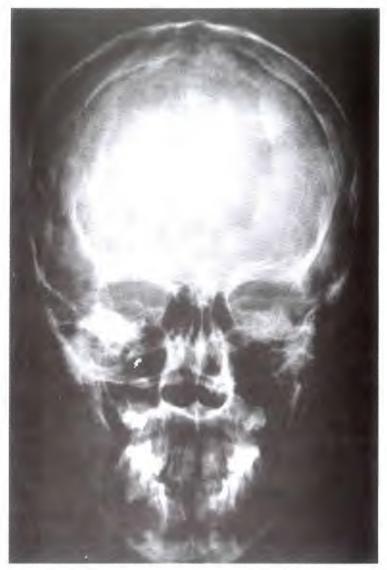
Posteroanterior radiograph of the skull. الشكل (71-11): صورة شعاعية خلفية أمامية للجمجمة.
